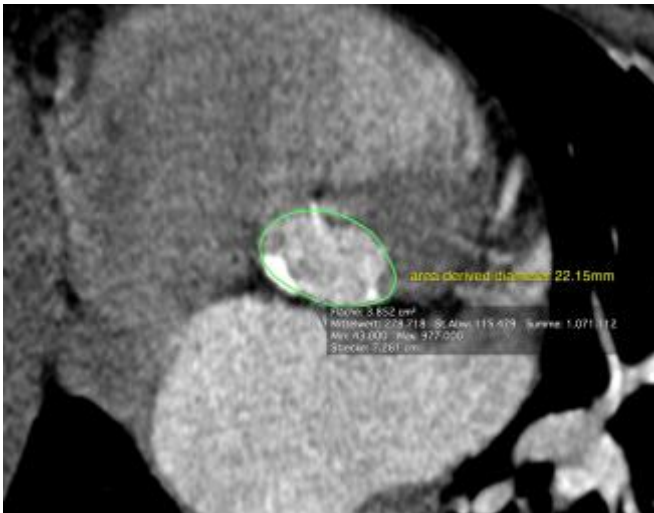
Berechnung des mittleren Annulus-Durchmessers aus der Fläche mittels Dünnschicht-Computertomographie 3D-Rekonstruktion (verwendete Software: OsiriX, © Pixmeo SARL).
